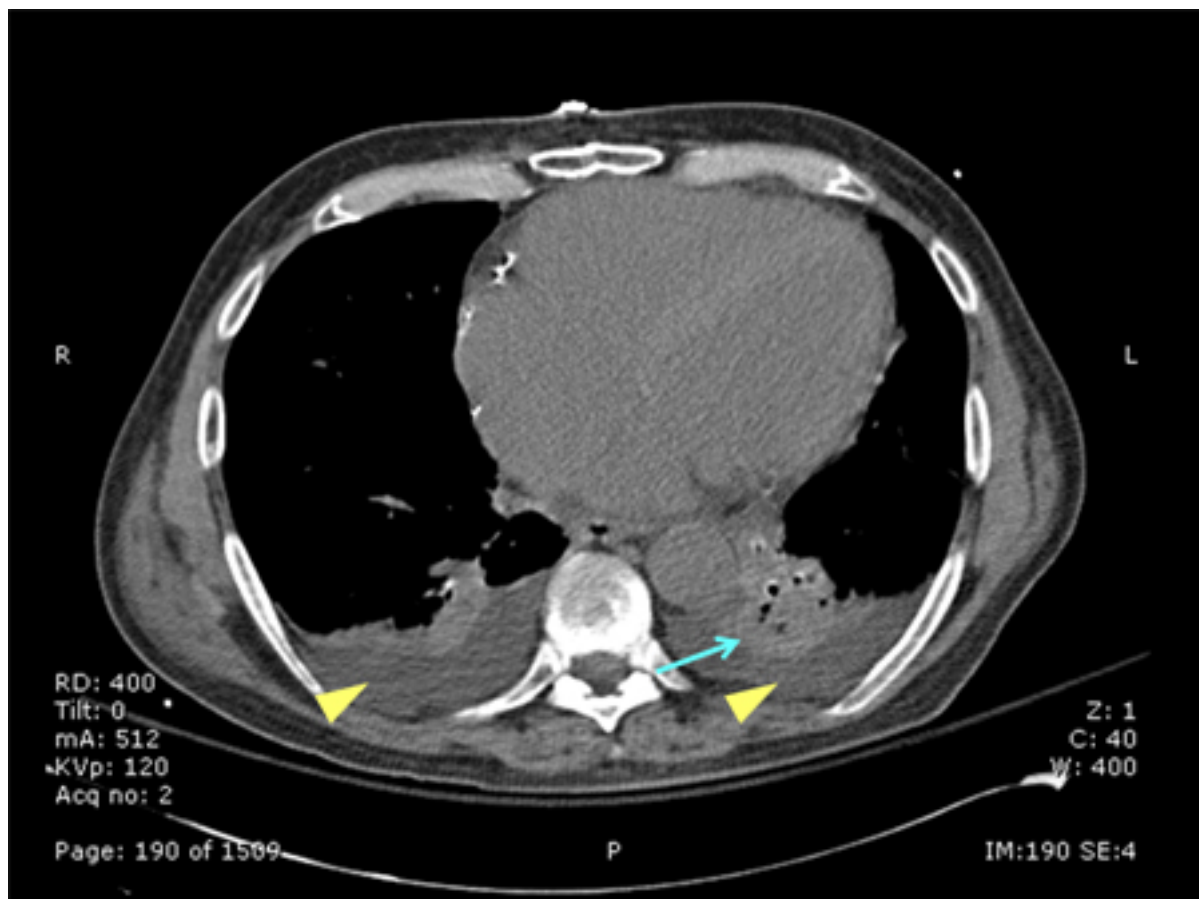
TC de paciente com um infiltrado no lobo inferior esquerdo (seta azul), derrames pleurais bilaterais (pontas de seta amarelas) e atelectasia basilar direita; note a linha separando as duas sombras de cinza, representando o infiltrado e o fluido
